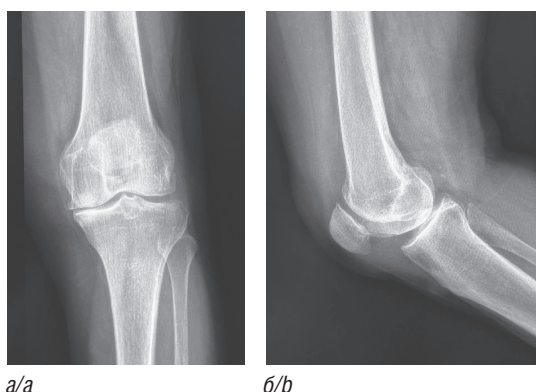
Пациент, 78 лет. Рентгенограммы левого коленного сустава в прямой (а) и боковой (б) проекциях (фото из архива Клинической больницы «РЖД-Медицина» города Санкт-Петербурга)
